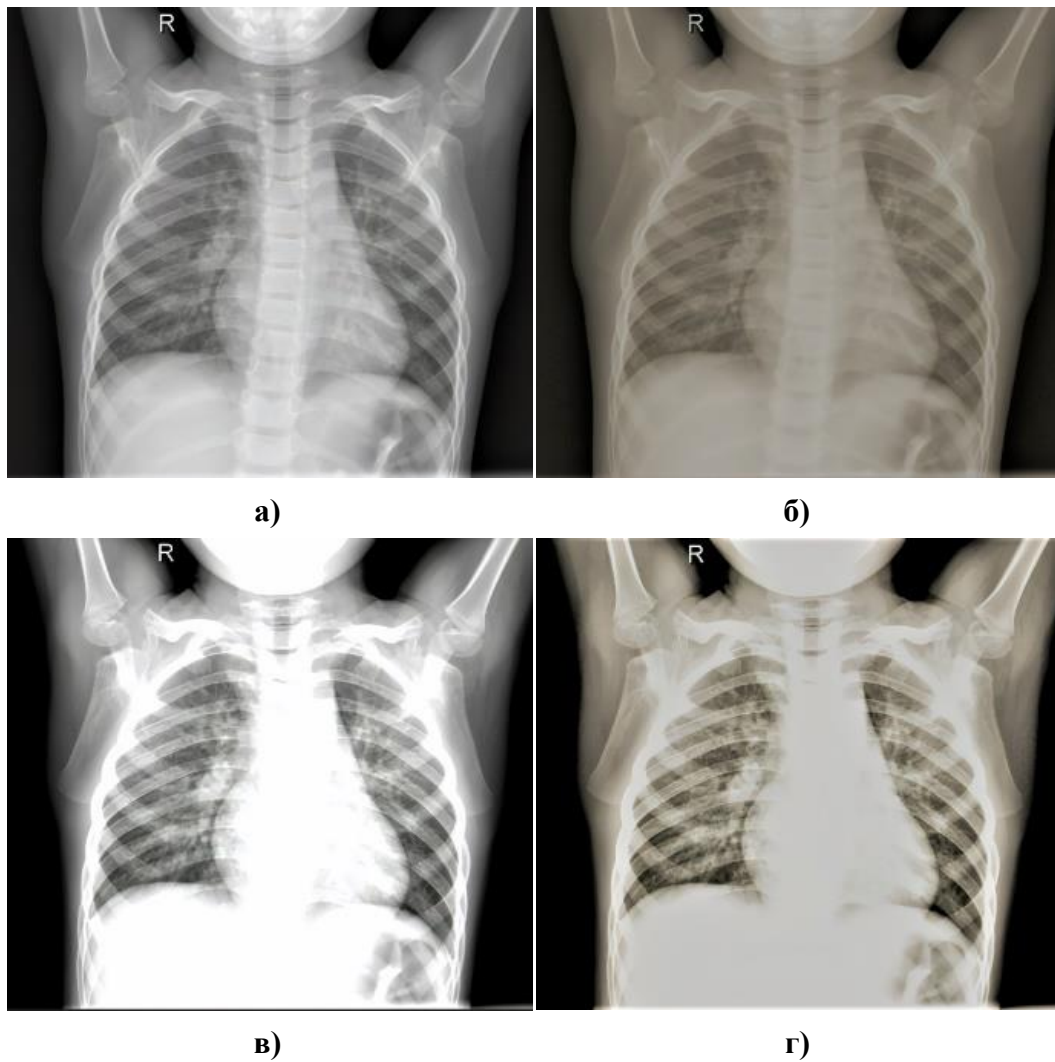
Зразок рентгенівського зображення на різних етапах попереднього оброблення: а) оригінальне зображення; б) зі зміненою яскравістю; в) із підвищеним контрастом; г) остаточна версія кольорового рентгенівського зображення
